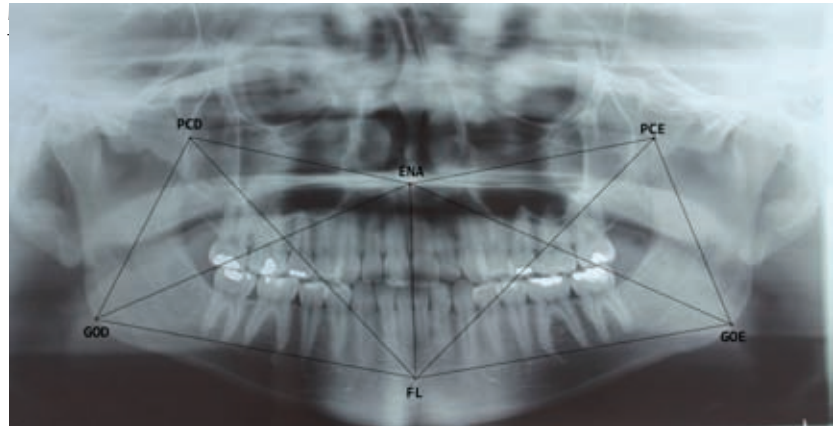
Relação das medidas que foram realizadas na radiografia panorâmica.
